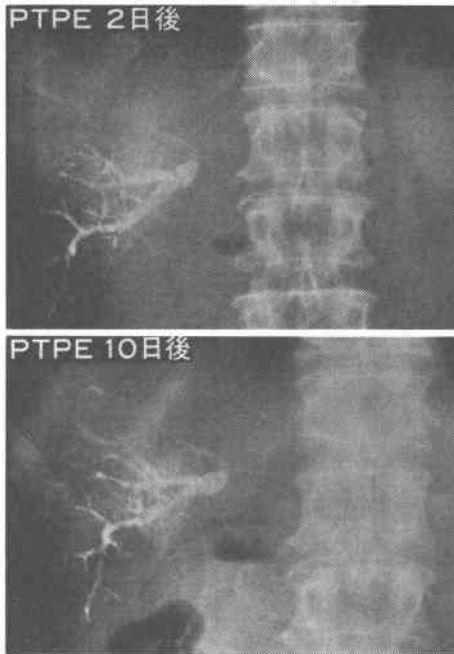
門脈右後枝内に注入されたリポドール混合フィブリン糊の経日的変化: リポドール混合フィブリン糊の塞栓状態は腹部単純写真で容易に観察される。
